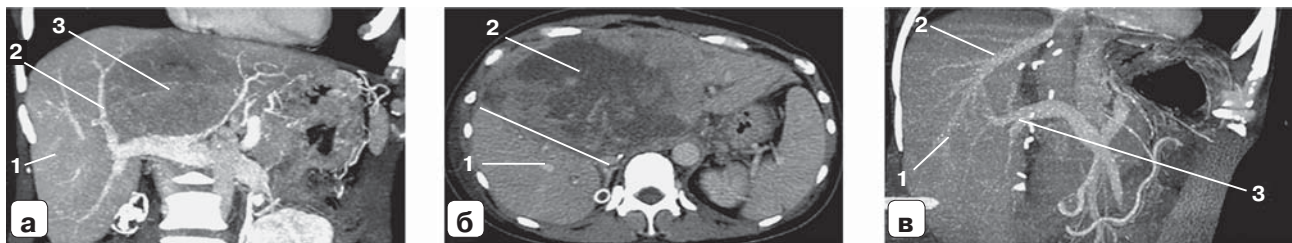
Компьютерные томограммы. Новообразование печени: а – до операции; 1 – задняя секторальная ветвь правой доли воротной вены, 2 – передняя секторальная ветвь правой доли воротной вены, 3 – опухоль; б – через 6 дней после первого этапа ALPPS; линией показана зона пересечения паренхимы; 1 – FLR ($S_{VI, VII}$), 2 – опухоль, депортализованный сектор правой доли печени; в – через 2 нед после второго этапа ALPPS; 1 – гипертрофированный FLR ($S_{VI, VII}$), 2 – правая печеночная вена, 3 – задняя секторальная ветвь правой доли воротной вены.
